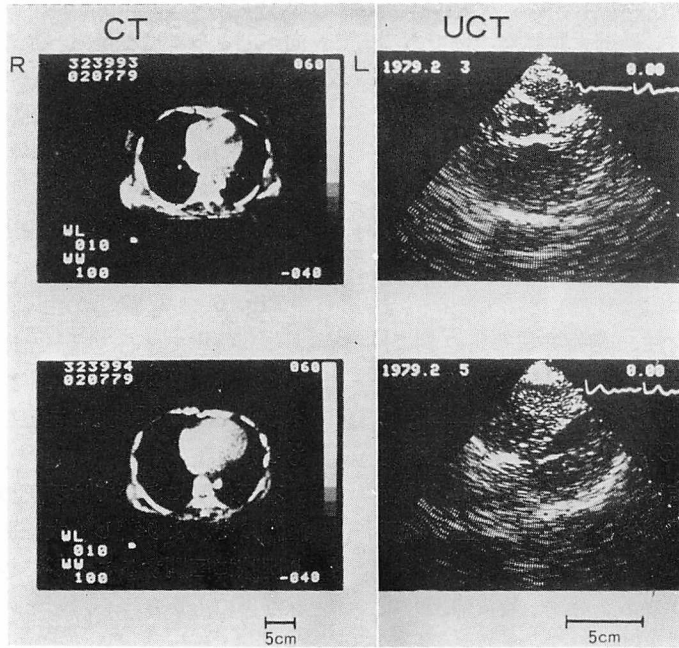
CT and UCT from a 47-year-old female with mitral stenosis.
